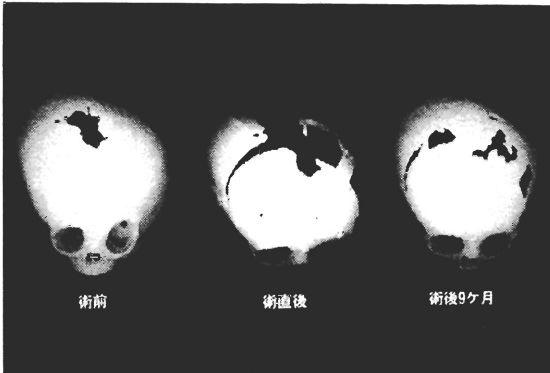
頭蓋縫合早期癒合における術前、術後ヘリカルCT
